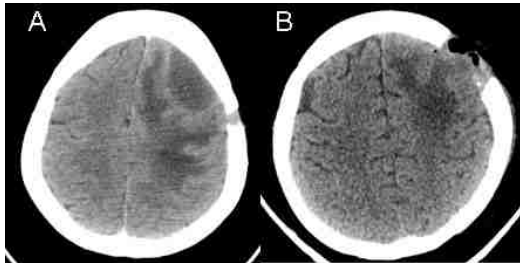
Tomografía de cráneo simple en cortes axiales A. prequirúrgica donde se observa imagen hipodensa subdural frontal izquierda, compatible con empiema subdural y B. Tomografía de control posterior a craneotomía y drenaje de empiema, se observan cambios postquirúrgicos.
